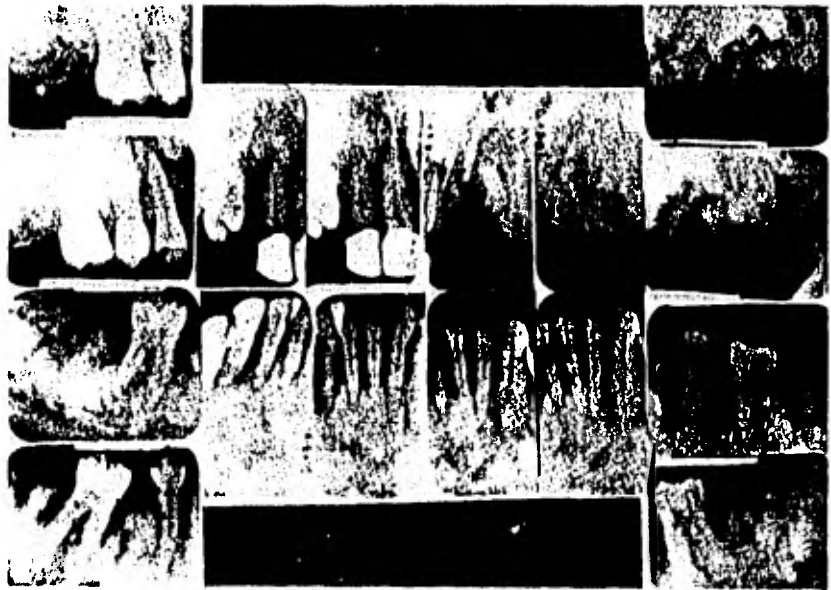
Radiografías de la boca completa de una mujer negra asintomática de 43 años de edad presentando opacidades irregularmente extensivas que involucran áreas edentadas y con dientes.
